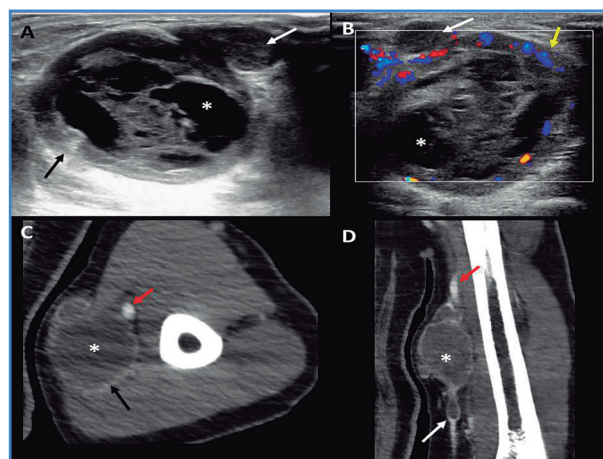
Ecografía en la que se observa una tumoración sólida en el tejido graso subcutáneo de la cara interna del brazo. Presenta una pared bien definida (flecha negra en A) y áreas quísticas en su interior en relación con tejido necrótico (asteriscos). Dicha tumoración muestra continuidad con la vena basílica, la cual se encuentra trombosada (flechas blancas). En la exploración Doppler (B) se observa marcada neovascularización periférica (flecha amarilla). C y D: TC de brazo con contraste intravenoso en fase portal en planos axial (C) y coronal (D). La tumoración presenta realce periférico (flecha negra en C) e hiporealce central en relación con componente necrótico (asteriscos). En el plano coronal se muestra su dependencia de la vena basílica (flecha blanca en D). Las flechas rojas muestran los vasos braquiales intactos.
